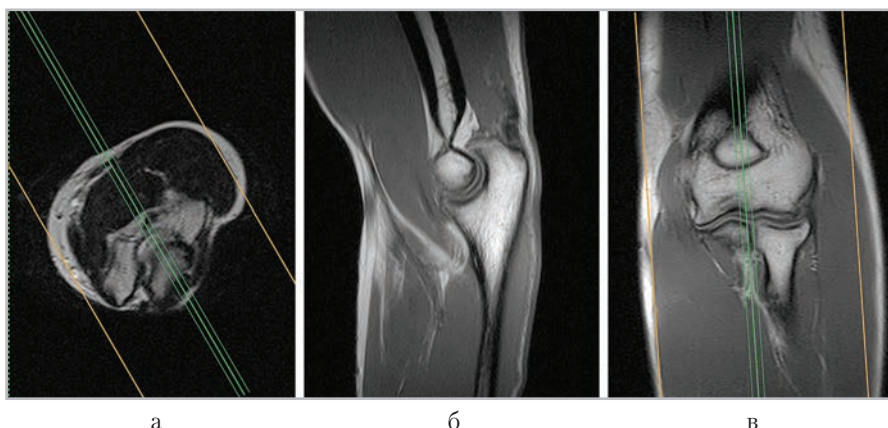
МР-томограммы, полученные для планирования сагиттальных срезов (б) в аксиальной (а) и коронарной (в) плоскостях
